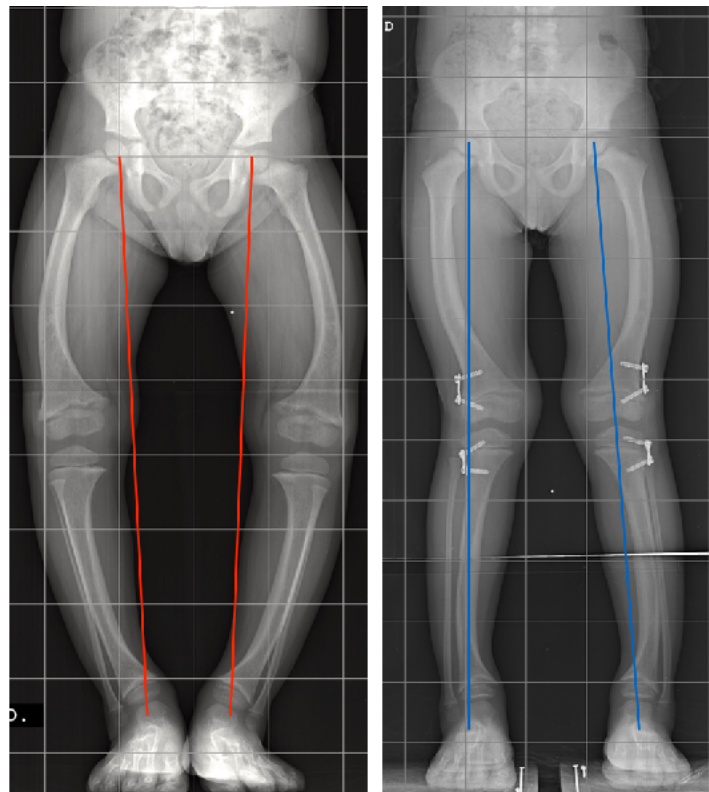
TeleRadiografía de EEII en paciente con Genu Varo. Nótese la deformidad a izquierda. La línea del eje mecánico pasa por medial al centro de la rodilla. Luego de la hemiepifisiodesis, se observa como el eje se ha corregido
